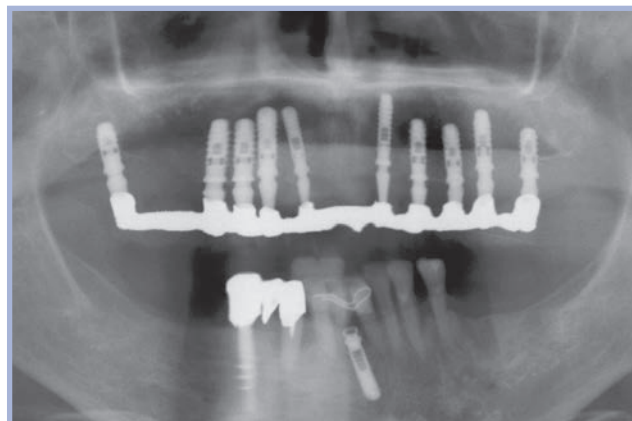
Controllo radiografico al momento della consegna del manufatto provvisorio
